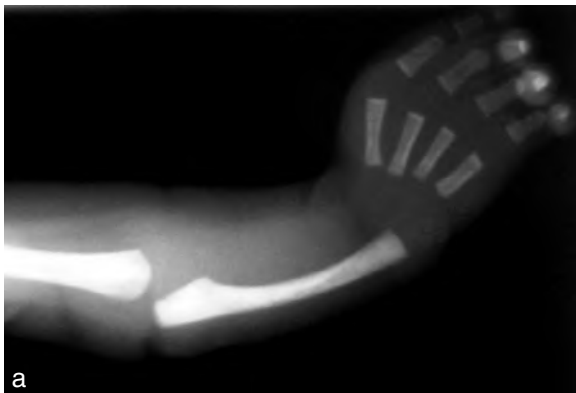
Anomalies du rayon radial. a. En radiographie, main bote avec agénésie radiale et du pouce. b. Chez le nouveau-né. c. Autre fœtus. Scan 3D : hypoplasie radiale (→). Main (M) d'aspect normal mais en malposition. H : humérus; U : ulna.
